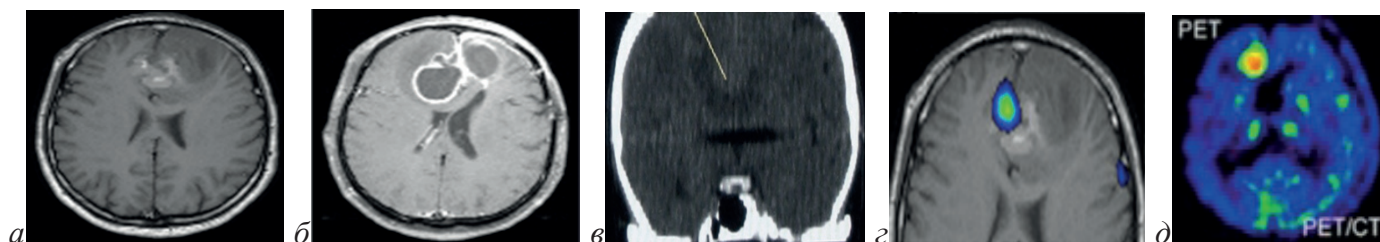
МРТ (а-б), МСКТ (в) та ОФЕКТ (г) ПЕТ/КТ (д) головного мозку.
